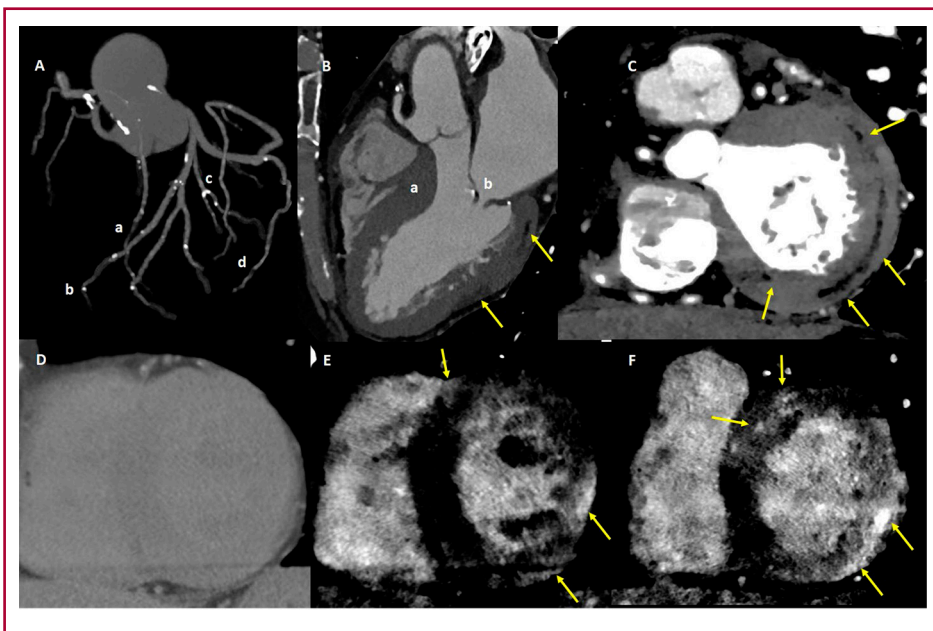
Angiotomografía coronaria. A. Con múltiples lesiones focales y lesiones graves en tercios distales de coronaria derecha (a), descendente anterior (b), diagonal (c), y lateroventricular (d). Vista de 3 cámaras. B. donde se observa hipertrofia septal (a), engrosamiento valvular mitral (b), y parches de infiltración grasa intramiocárdica a nivel lateral (flechas). Eje corto basal. C. demostrando el infiltrado de grasa. En la TC convencional en tiempo tardío. D. no se identifica realce tardío, mientras que utilizando reconstrucciones virtuales monocromáticas a bajos niveles energéticos. E y F. se observan múltiples parches intramiocárdicos y subepicárdicos de realce tardío de contraste (flechas)
